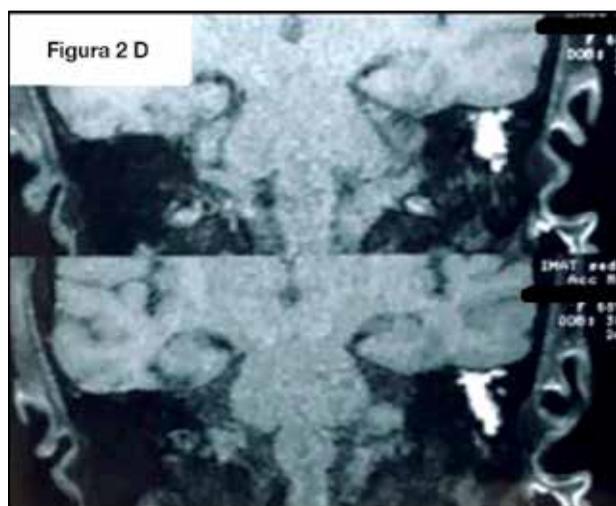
D) Resonancia magnética de ambos oídos.
